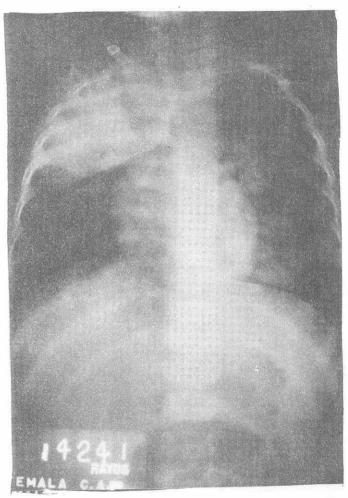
Radiografía postero-anterior de un niño de 2 años con historia de dificultad respiratoria, fiebre y tos. Contrainmunoelectroforesis positiva a S. pneumoniae. Evidencia infiltración bronconeumónica basal izquierda micronódular y Consolidación neumónica con broncograma aéreo en lóbulo superior derecho.
